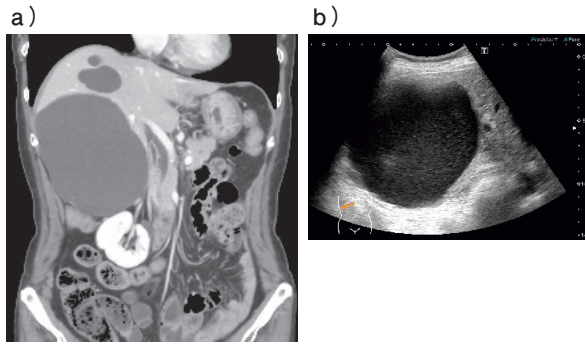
a) CT検査：嚢胞により右腎が圧排され屈曲した右尿管が拡張していた。
